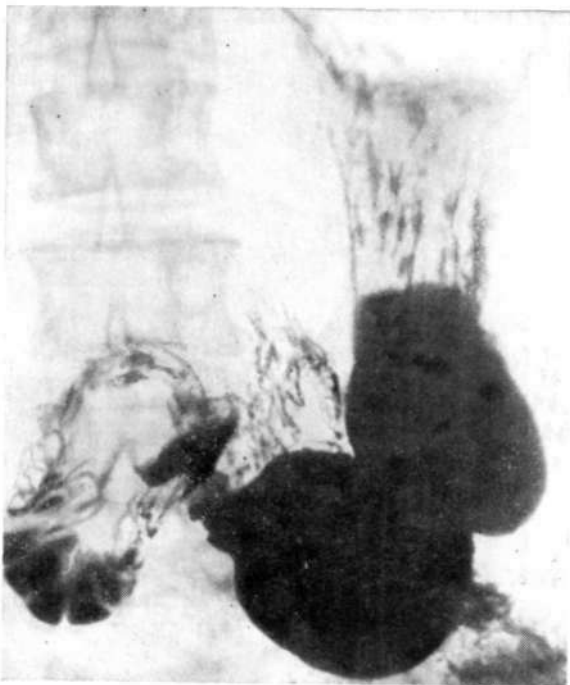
Прицельная рентгенограмма желудка. Контуры по большой кривизне зазубренные, складки слизистой оболочки широкие, поперечно расположенные.
